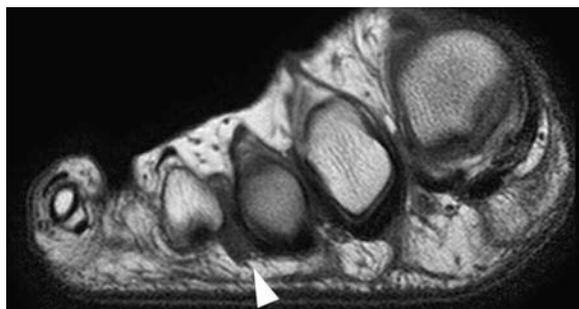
Imagen de RM en plano coronal con secuencia T1 que muestra una lesión hipoeoica en la región plantar del tercer espacio intermetatarsiano (punta de flecha).
